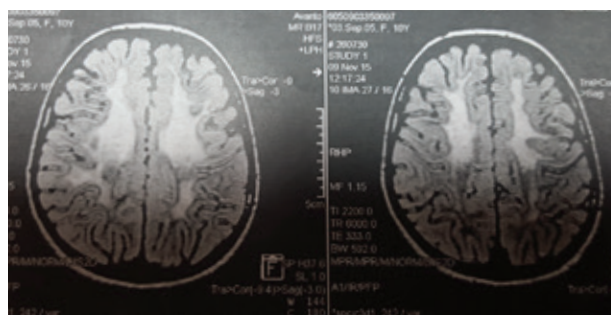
RMN cerebral al pacientei RS
